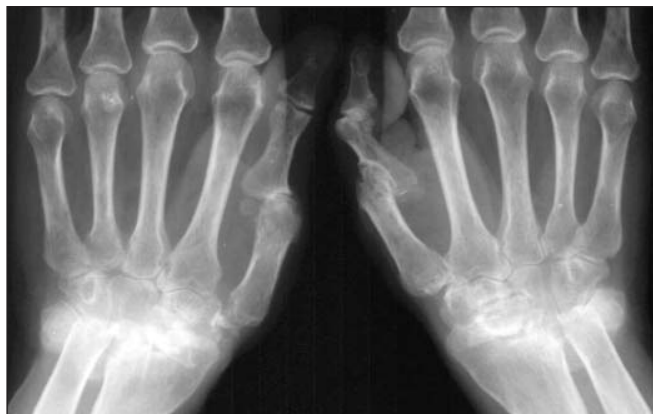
ПсА. Вывихи лучезапястных суставов, 1-го ряда костей запястья. Деструктивный артрит с вывихом и подвывихом в I ПЯФ. Деформации костей запястья, I ПЯФ. Истончение кортикального слоя и расширение костномозгового пространства в области диафизов II пястных костей (рентгенологический признак распространенного остеопороза)
